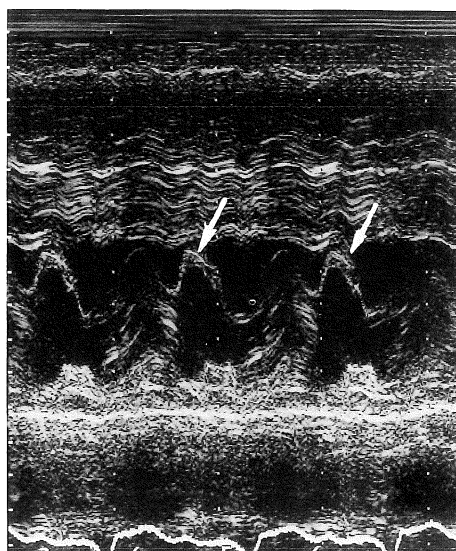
イソプロテレノール負荷後の心エコー-Mモード. SAM (→) が認められる。
